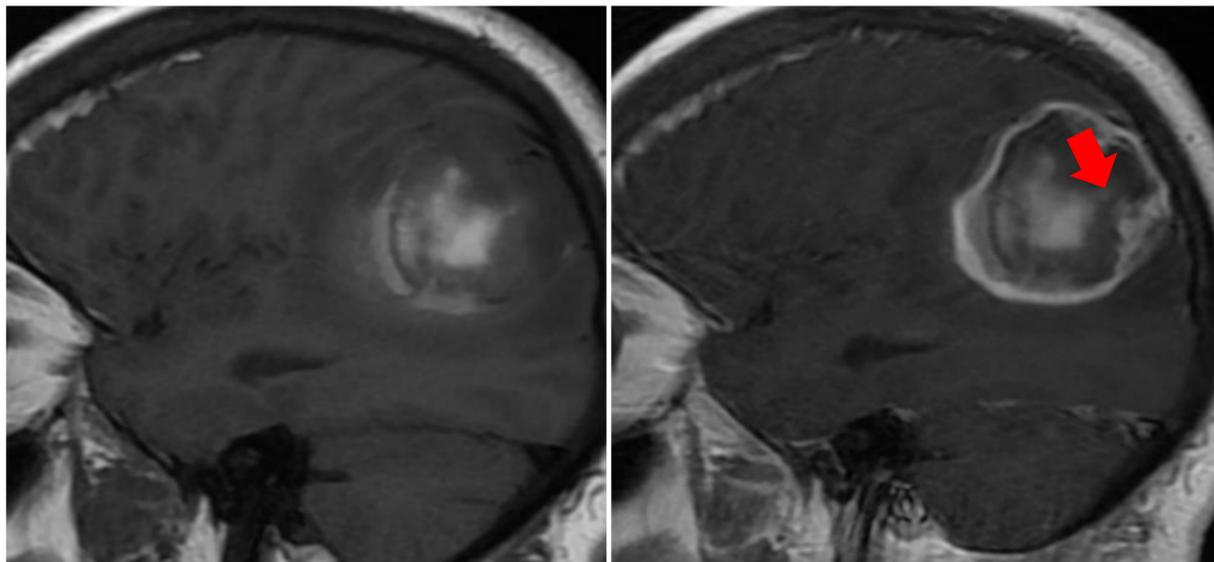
Información clínica primoconvulsión en paciente de 50 años. En el TC de urgencias se identifica una HIP que asocia edema vasogénico en la periferia y se localiza en lóbulo parietal izquierdo. Cuando se resuelve la HIP se decide hacer un control y completar el estudio etiológico con una RM, en la secuencia T1 con contraste se pone de manifiesto otra lesión temporooccipital izquierda. Revisando la historia clínica el paciente tenía un antecedente de melanoma. De este caso se desprende que fundamental contar con toda la información clínica del paciente para filiar la etiología de una HIP.
